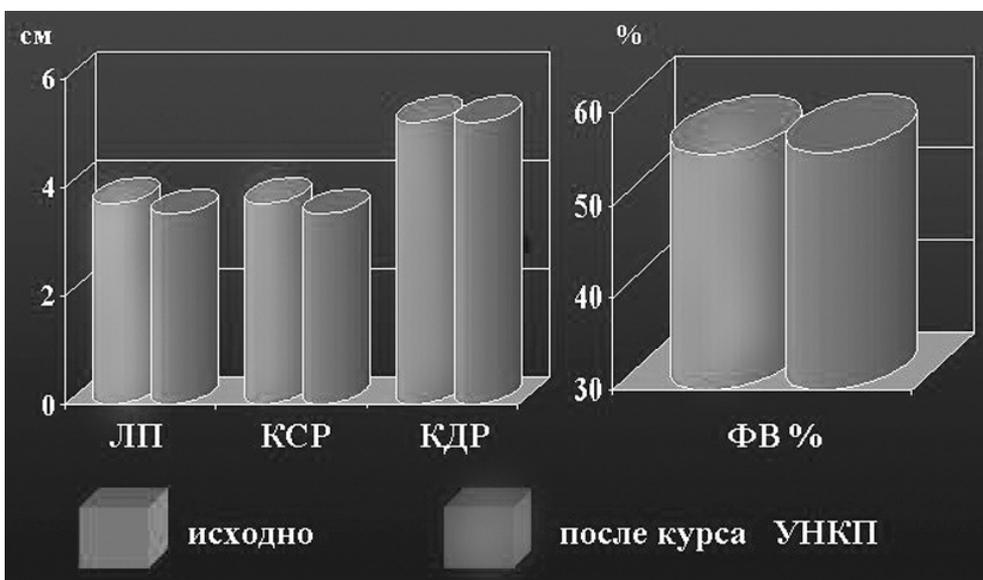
Динамика основных эхокардиографических показателей больных ИБС на фоне проведения курса УНКП
